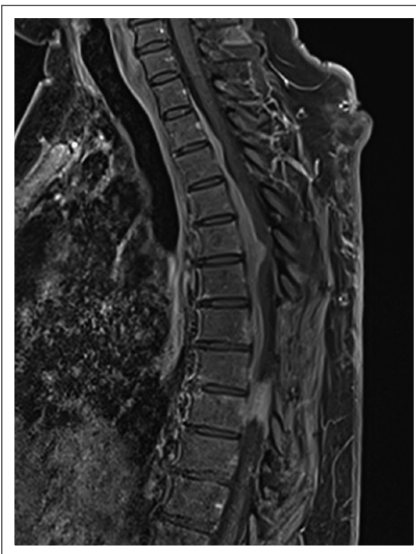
MRT-Bildgebung des Operationsgebietes 6 Monate postoperativ: sagittale T1-gewichtete, Kontrastmittel-verstärkte Sequenzen dokumentieren eine Rezidiv-Raumforderung im Bereich der ventralen Dura in Höhe Th1–Th9.
